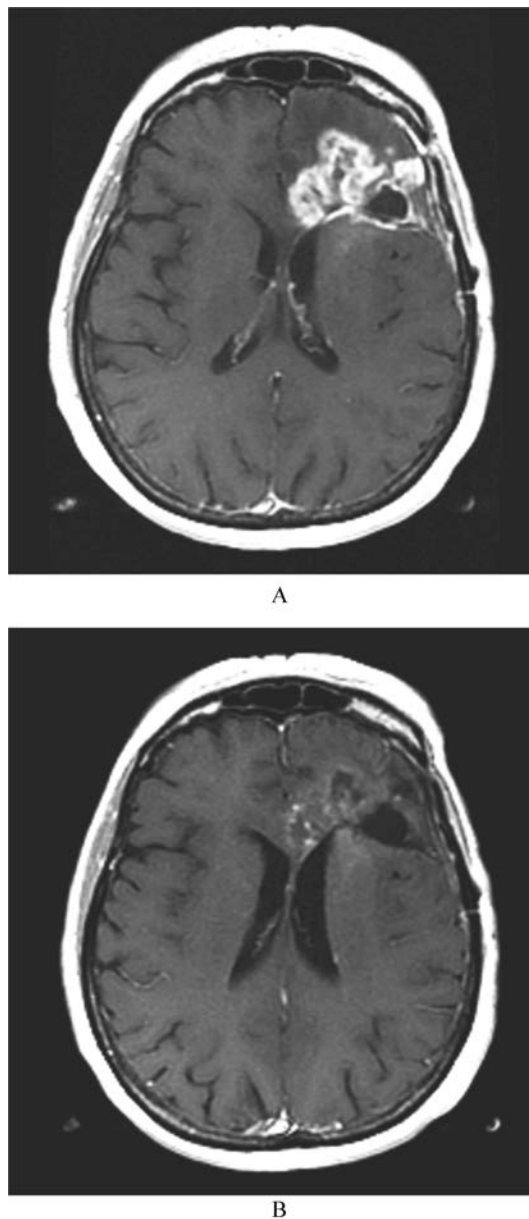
复发性胶质母细胞瘤钆类造影剂  $T_1$  MRI 扫描图治疗前(A)和贝伐单抗治疗后(B) 请注意增强作用的减弱和体积的影响
